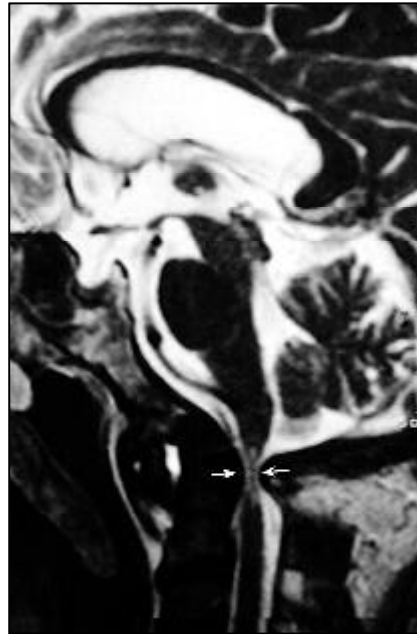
Imagen T₂ potenciada sagital de RM de la unión craneovertebral, que evidencia hiperseñal con afinamiento intramedular a nivel de C1 por compresión extrínseca (flechas)
